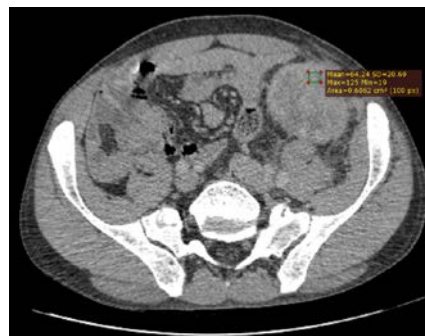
Компьютерная томограмма трансплантированной почки в венозную фазу
